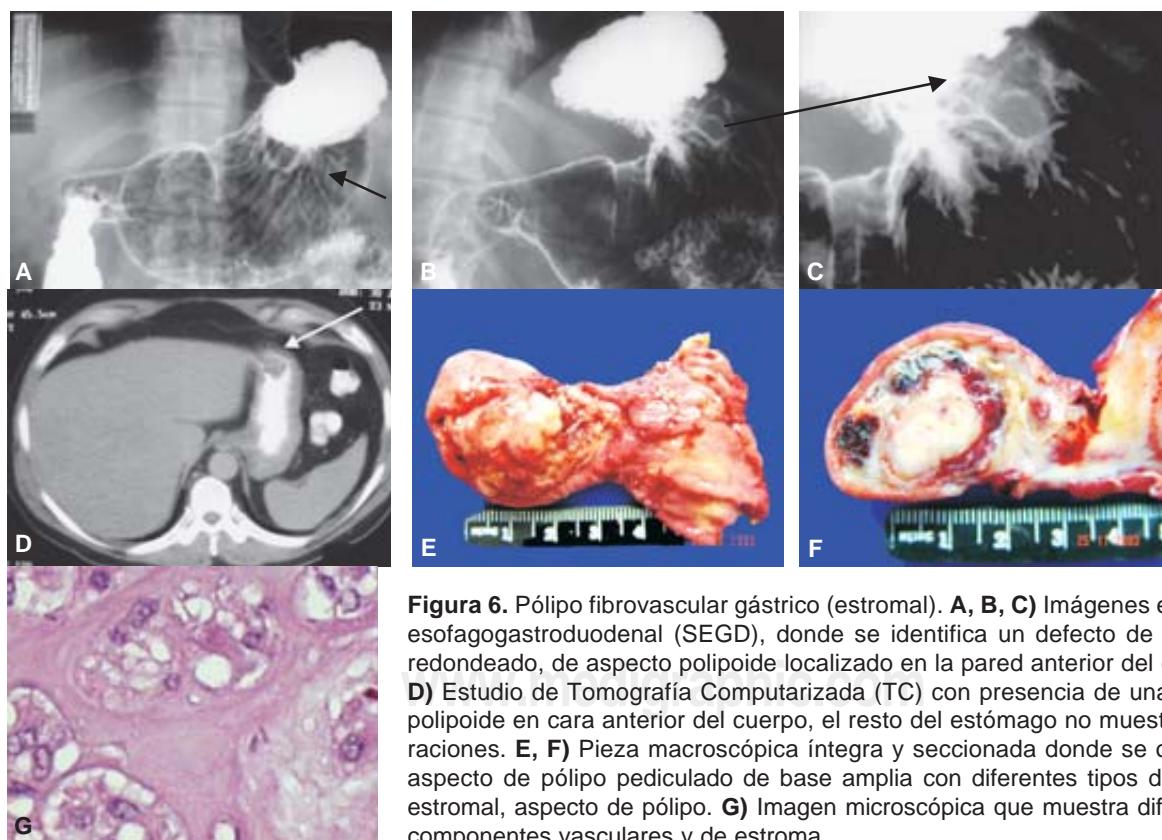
Pólipo fibrovascular gástrico (estromal). A, B, C) Imágenes en serie esofagogastroduodenal (SEGД), donde se identifica un defecto de llenado redondeado, de aspecto polipoide localizado en la pared anterior del cuerpo. D) Estudio de Tomografía Computarizada (TC) con presencia de una lesión polipoide en cara anterior del cuerpo, el resto del estómago no muestra alteraciones. E, F) Pieza macroscópica íntegra y seccionada donde se observa aspecto de pólipo pediculado de base amplia con diferentes tipos de tejido estromal, aspecto de pólipo. G) Imagen microscópica que muestra diferentes componentes vasculares y de estroma.
